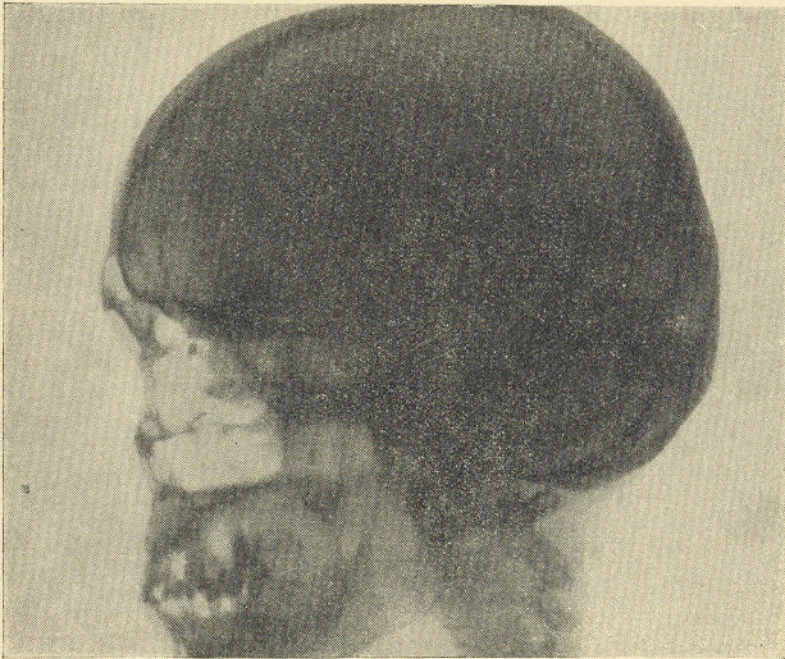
Radiografia da cabeça
